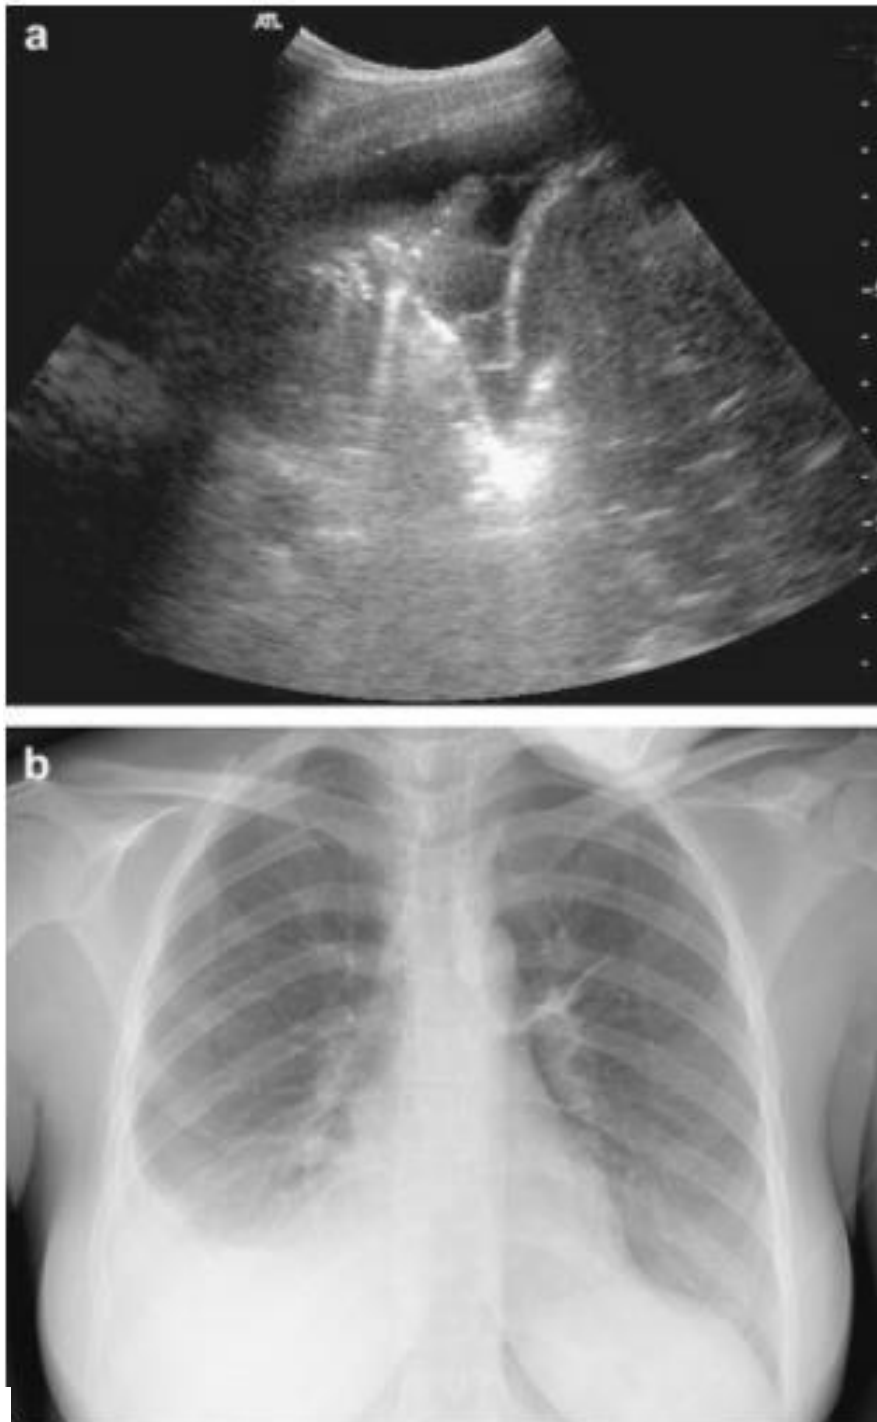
Penderita dengan pneumonia dan abses paru, gambar USG berupa konsolidasi paru, panah putih menunjukkan air bronchogram dan abses paru perifer. Hypoechoic di sentral dan dinding yang irregular.
